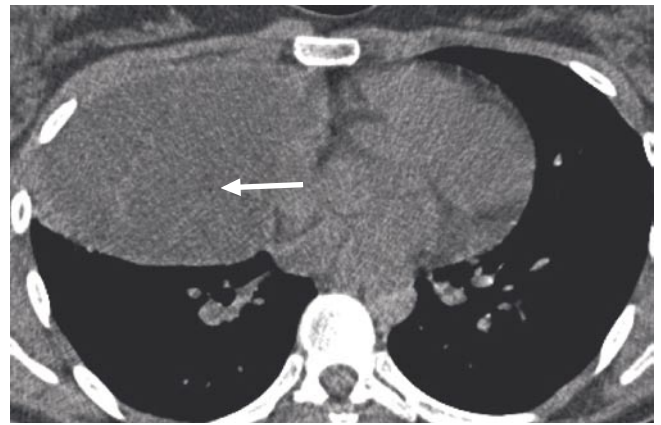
КТ(грудной клетки). Стрелкой указана киста средостения.
